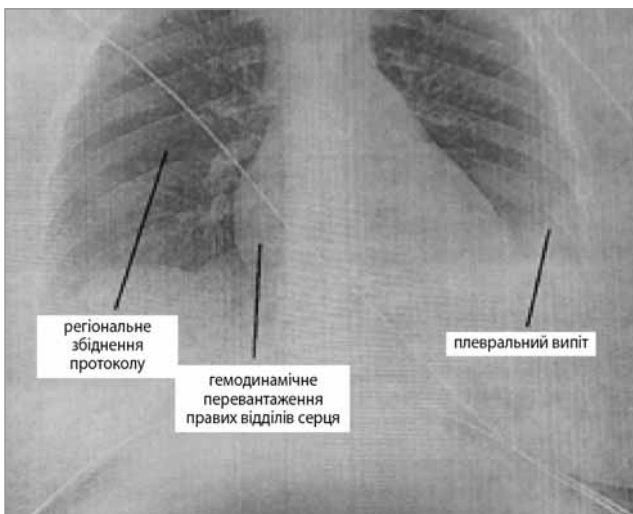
Рентгенографія пацієнтки П. при масивній ТЕЛА
